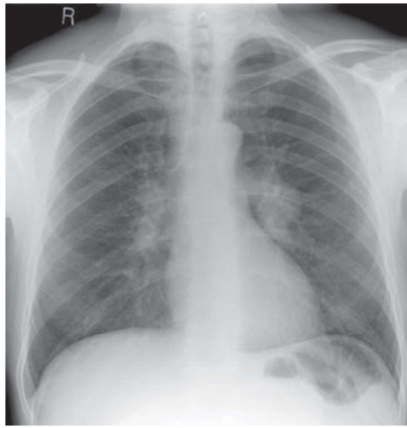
PA chest radiograph showing bilateral hilar lymphadenopathy. The important differentials for this appearance are: sarcoidosis, TB, lymphoma, pneumoconiosis and metastatic disease. This patient has sarcoidosis but there are no other stigmata (such as the presence of infiltrates, fibrosis and honeycombing) on this image.
